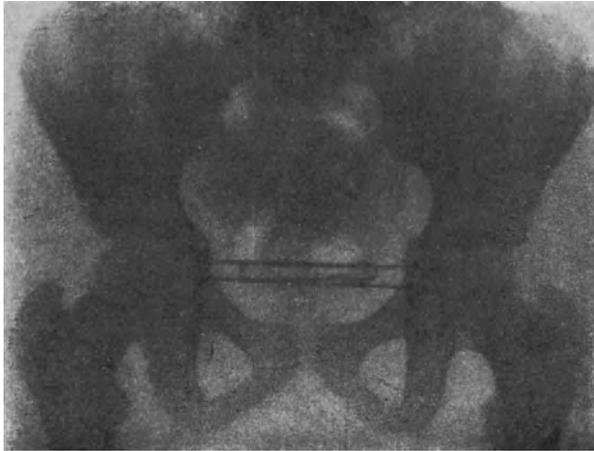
Röntgenbild zweier Haarnadeln in der Blase. (Nach VINCENT-TOURS.)
